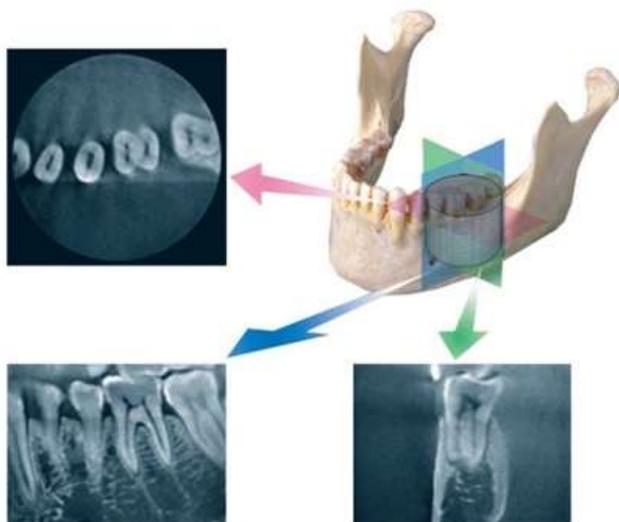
Imágenes en los tres planos del espacio son generados por la CBCT. El odontólogo selecciona la posición y espesor del slice. Los tres puntos de vista pueden ser evaluados simultáneamente sin alterar los otros dos.
